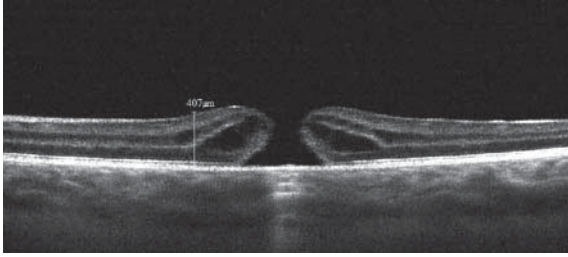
Изображение результатов оптической когерентной томографии пациента через 6 месяцев после поражения лазерным излучением (лазерной указкой). В центре фовеа определяется разрыв сетчатки с приподнятыми отечными краями
